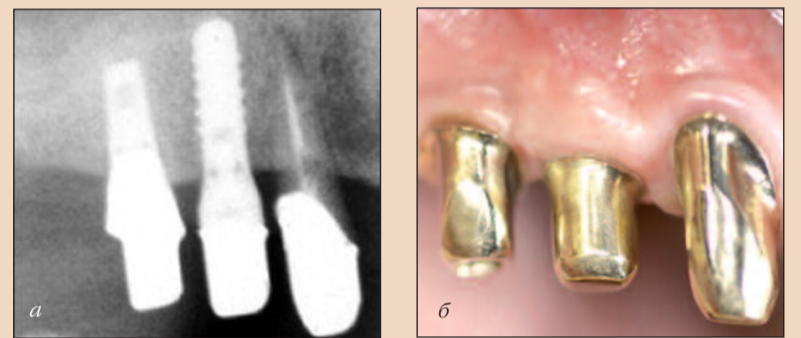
Индивидуализированный золотой абатмент на имплантате в области зуба 15: а – рентгенограмма; б – клиническая картина.
